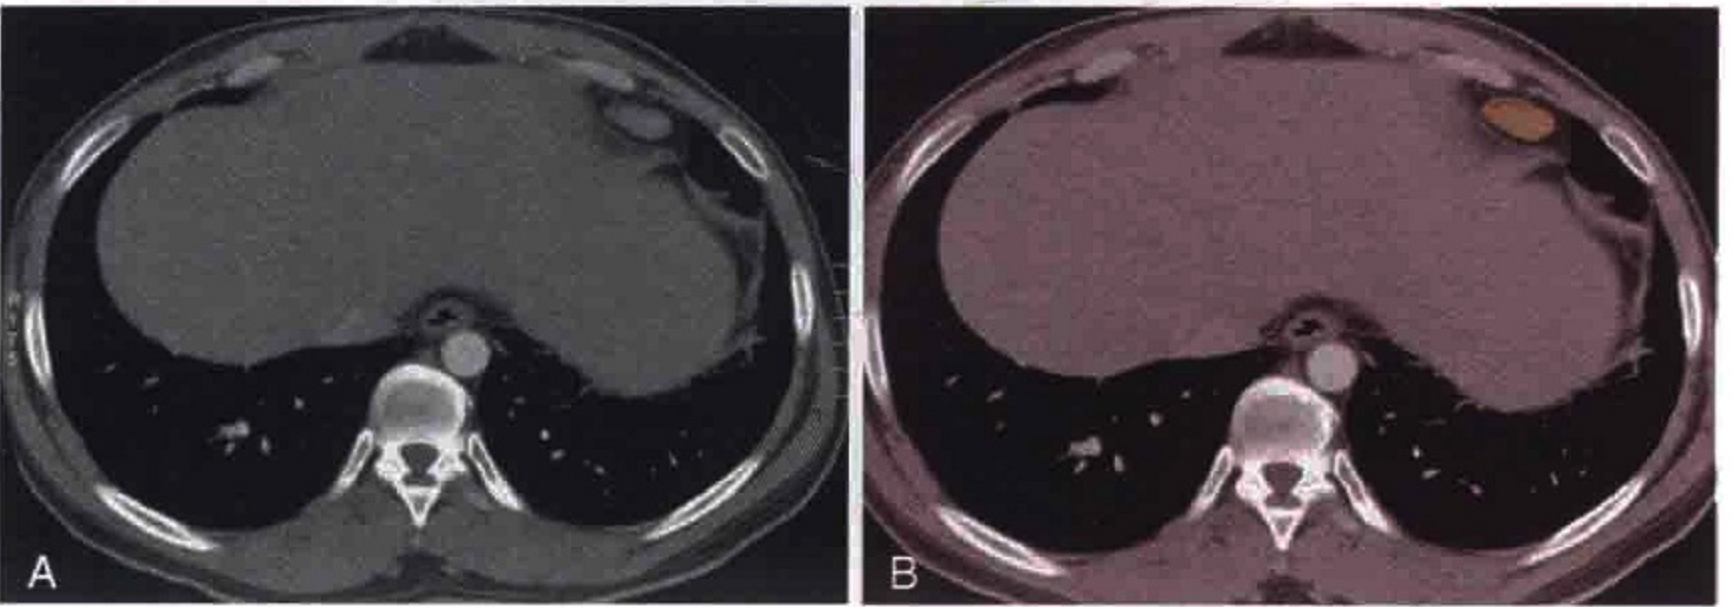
胸部横轴位 CT 增强扫描显示结节病引起横膈前方淋巴结肿大（橙色）
